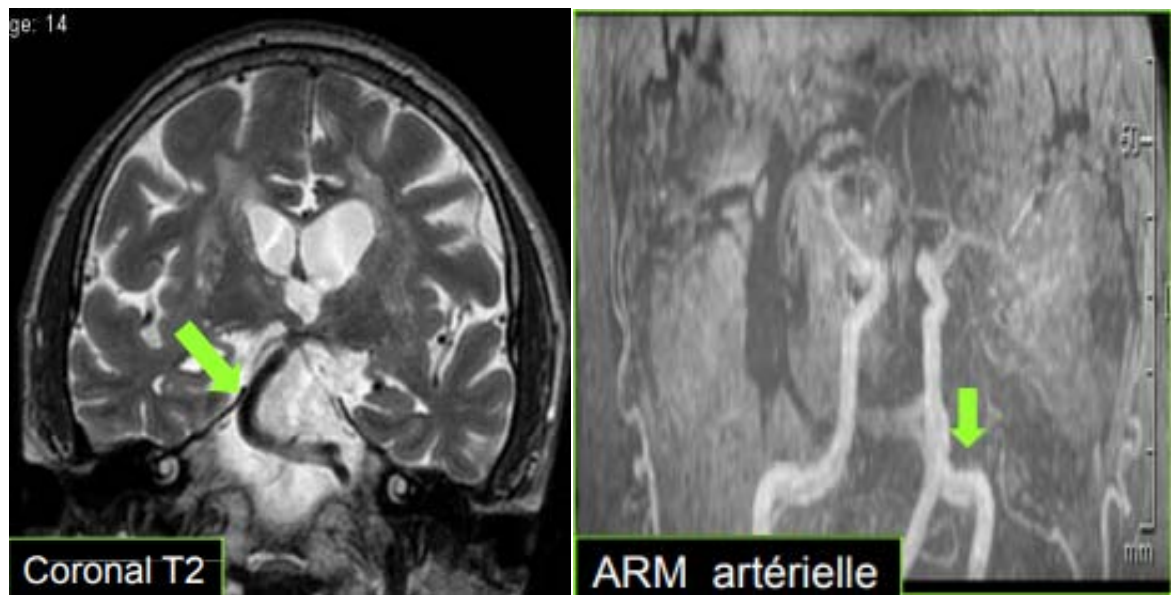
IRM en coupe coronal et axial T2 montrant : Dolicho Méga artère vertébrale avec dolicho tronc basilaire responsables d'un conflit avec le paquet acoustico-facial gauche [163]
